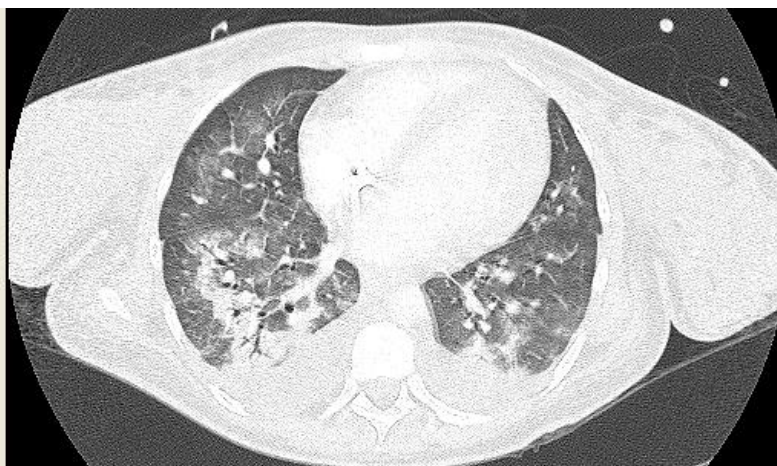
Tomografia Computadorizada de tórax, em janela de pulmão, corte axial, demonstrando opacidades em vidro fosco e consolidações, além de moderado derrame pleural bilateral em paciente com LES e pneumonite lúpica aguda (Fonte: arquivo do HCFMB).
